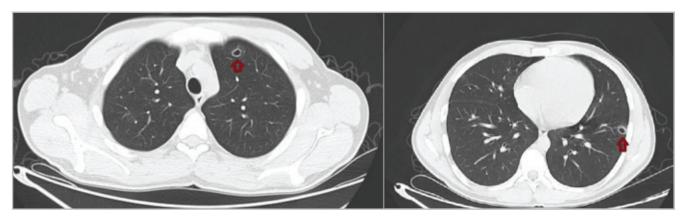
TAC de tórax control a las cuatro semanas del egreso. Imágenes nodulares cavitadas en lóbulos inferiores bilaterales y otra en lóbulo superior izquierdo.
